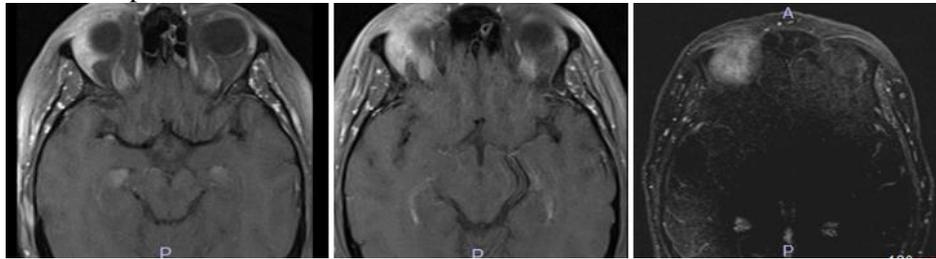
MRI images of our patient revealing inflammatory processes and lacrimal gland enlargement along with involvement of the lateral rectus muscle.
